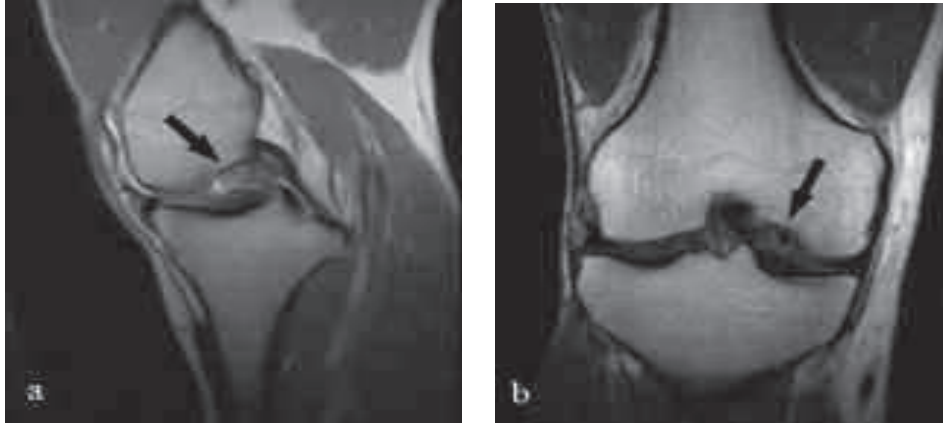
“Osteocondrite dissecante del ginocchio”. Immagine RM sagittale DP-pesata (a) ed immagine RM coronale SE-T1 pesata che evidenziano un frammento osteocondrale instabile delimitato completamente da segnale di tipo fluido (freccia).
